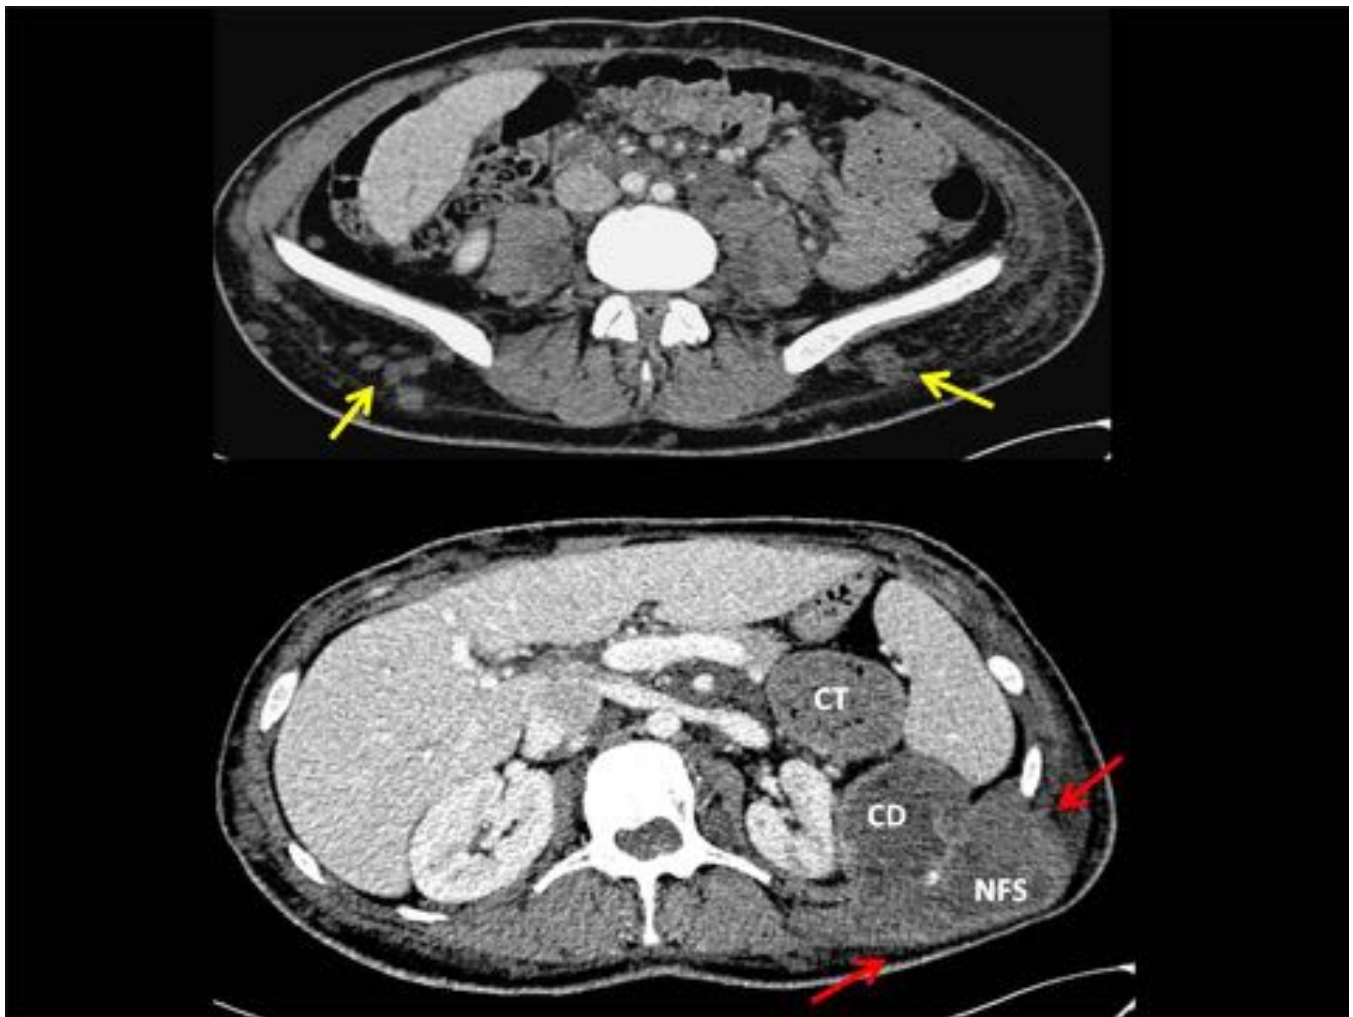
CD: C6lon descendente; NFS: Neurofibrosarcoma; CT: C6lon transverso. Paciente de 28 a6os afecto de neurofibromatosis tipo I con m6ltiples neurofibromas (flechas amarillas) que realzan de forma homog6nea tras la administraci6n de contraste. Se observa la degeneraci6n de uno de ellos hacia neurofibrosarcoma (flechas rojas), la masa invade el EPP extendi6ndose tambi6n hacia el espacio lateroconal con destrucci6n de la pared el c6lon descendente.
